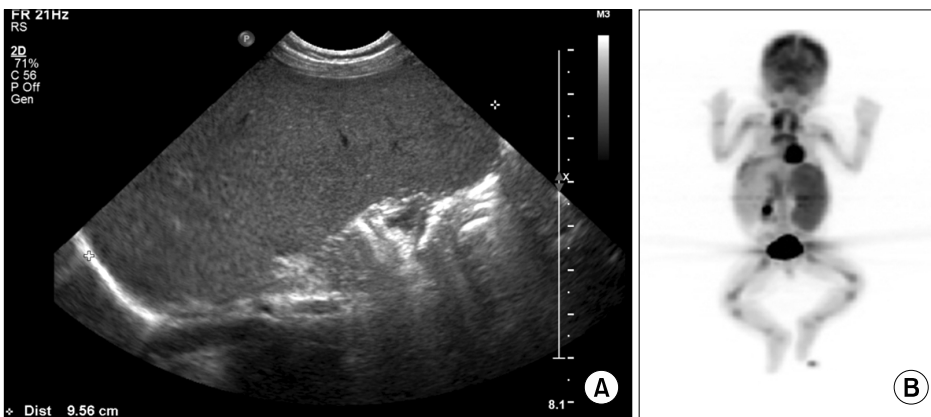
At the admission, abdomen ultrasound showed massive splenomegaly (A). Positron emission tomography (PET scan) shows no significant increased fluorodeoxyglucose (FDG) uptake to suggest malignancy before splenectomy (B).
